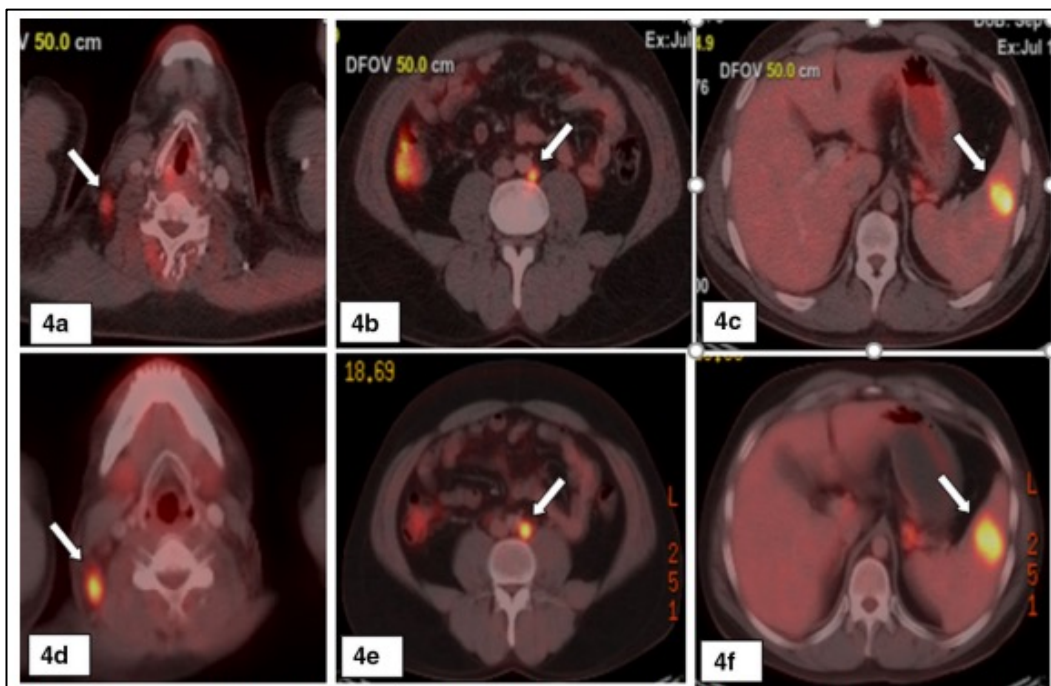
Paciente masculino de 35 años, caso comprobado patológicamente de linfoma de Hodgkin (LH). La PET/CT inicial muestra: a) un triángulo posterior derecho con alta captación de FDG (exhibiendo un SUVmax de 4.6, MTV de 2 cm³ y TLG de 18 gm/ml), b) ganglios linfáticos paraaórticos izquierdos (exhibiendo un SUVmax de 4.5, MTV de 5.5 cm³ y TLG de 25 gm/ml), y c) una lesión focal extra-nodal en el bazo (exhibiendo un SUVmax de 6.9, MTV de 16 cm³ y TLG de 25 gm/ml). La PET/CT post-tratamiento (después de 6 semanas) muestra enfermedad metabólica progresiva (PMD) como sigue: d) ganglio linfático del triángulo posterior derecho (exhibiendo un SUVmax de 8, MTV de 6 cm³ y TLG de 25 gm/ml), e) ganglio linfático paraaórtico izquierdo (exhibiendo un SUVmax de 7.8, MTV de 14.9 cm³ y TLG de 33 gm/ml), y f) lesión focal esplénica (exhibiendo un SUVmax de 8.5, MTV de 29 cm³ y TLG de 160 gm/ml).
